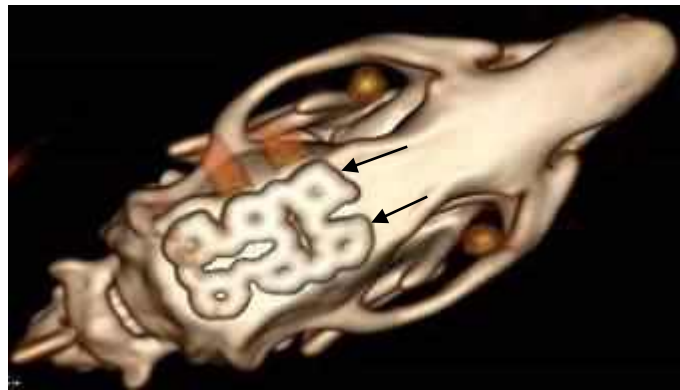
МСКТ-дослідження у додатковій групі порівняння (без повернення кісткового клаптя на його місце):
